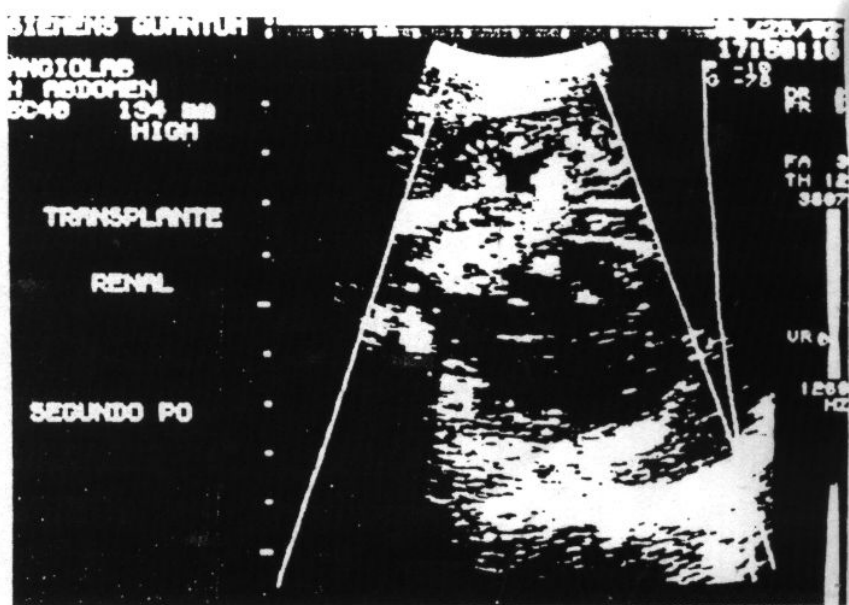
Eco-Doppler Colorido em paciente normal, mostrando o mapeamento a cores do fluxo e visibilização das áreas de parênquima renal.
